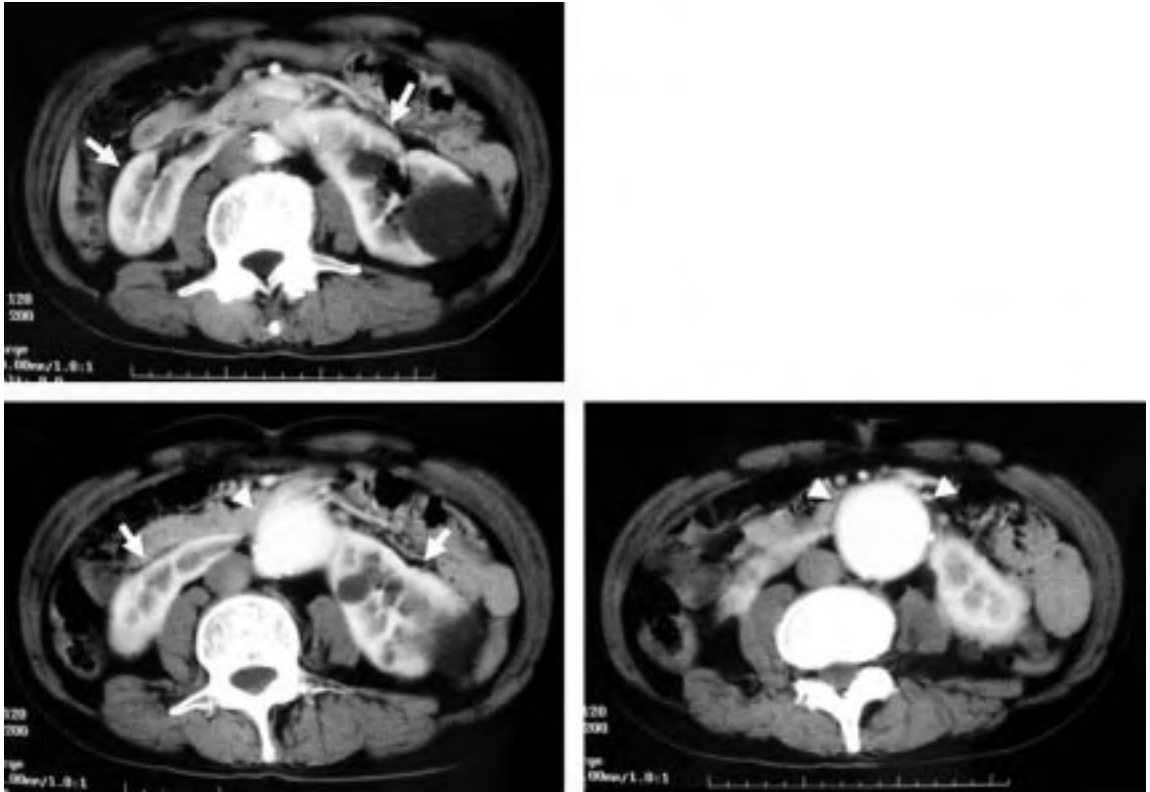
Preoperative computed tomography revealed a horseshoe kidney (arrows) and an abdominal aortic aneurysm (arrowheads).
